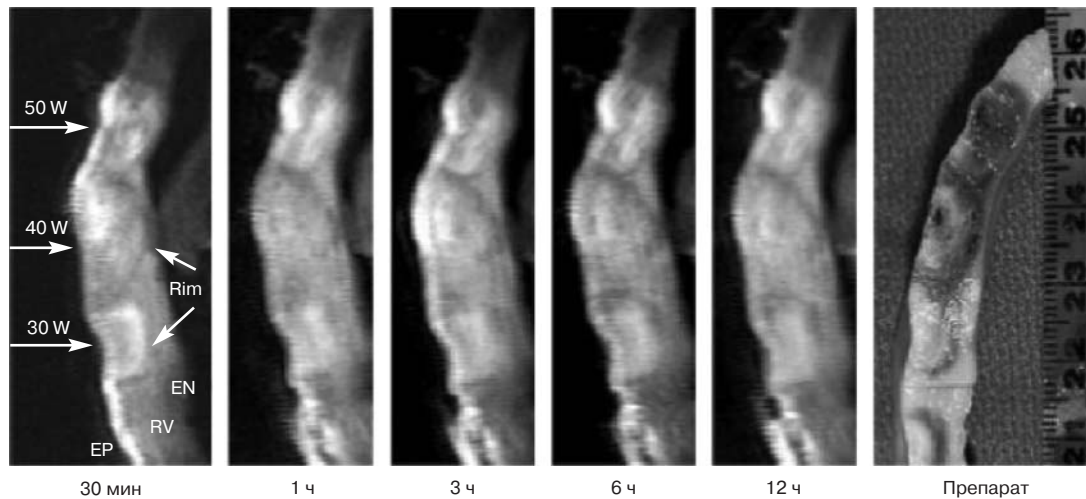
Пример T2-взвешенного МРТ без контрастирования после эпикардиальной РЧ-абляции правого желудочка и сравнение с данными патоморфологического исследования. Изображения зон абляции получены через 30 мин, 1, 3, 6 и 12 ч после процедуры [8]
